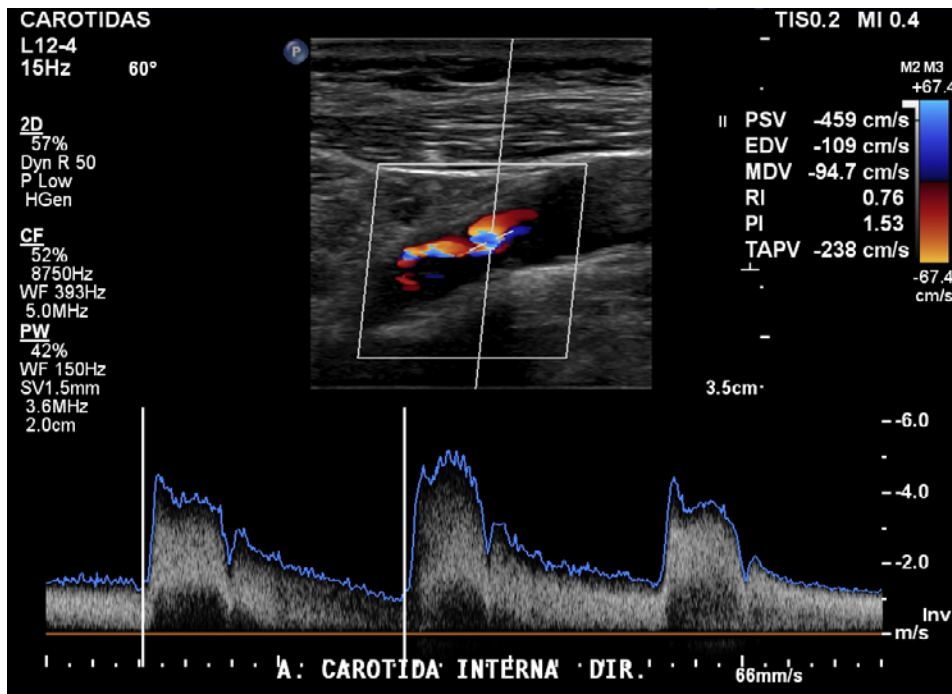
Doppler pulsado da porção proximal da carótida interna
